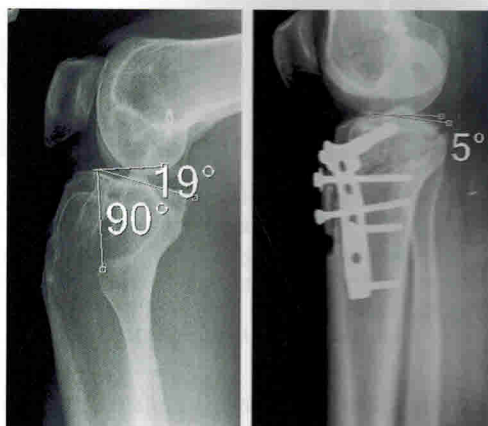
Рентгенограммы проксимального отдела большеберцовой кости с рецидивирующей переднелатеральной нестабильностью коленного сустава и выраженным увеличением «заднего свода» до и после остеотомии
